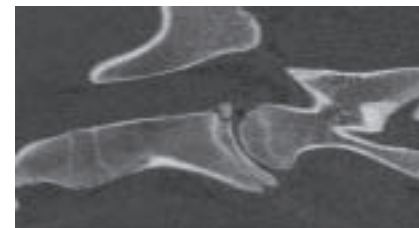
CT: Sagittale Rekonstruktion im Knochenalgorithmus von C2/C3. Der Pfeil lokalisiert das nach dorsal in den Wirbelkanal dislozierte Fragment der Endplattenfraktur.
